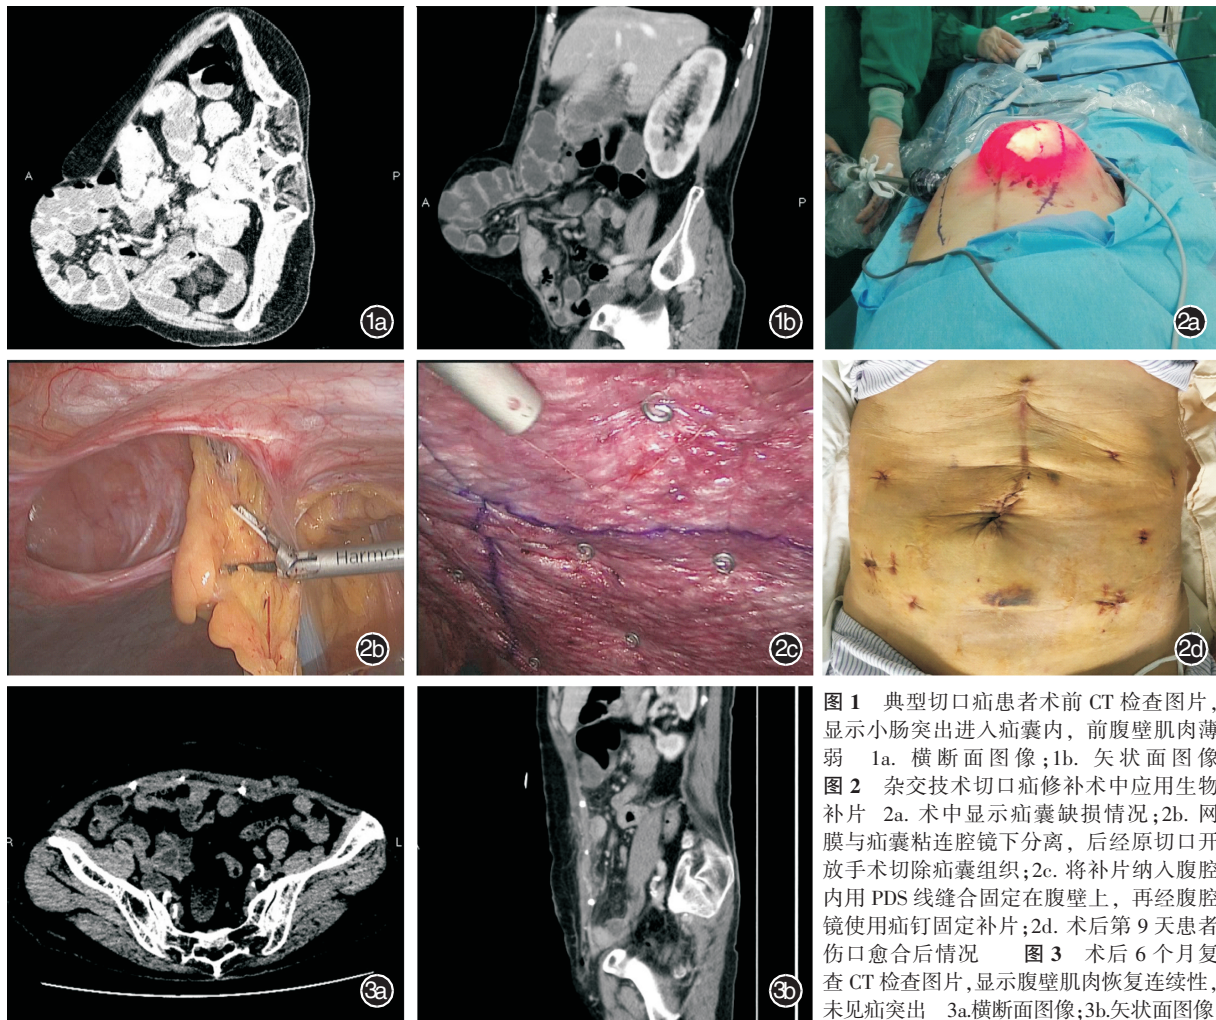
典型切口疝患者术前 CT 检查图片, 显示小肠突出进入疝囊内, 前腹壁肌肉薄弱 1a. 横断面图像; 1b. 矢状面图像
